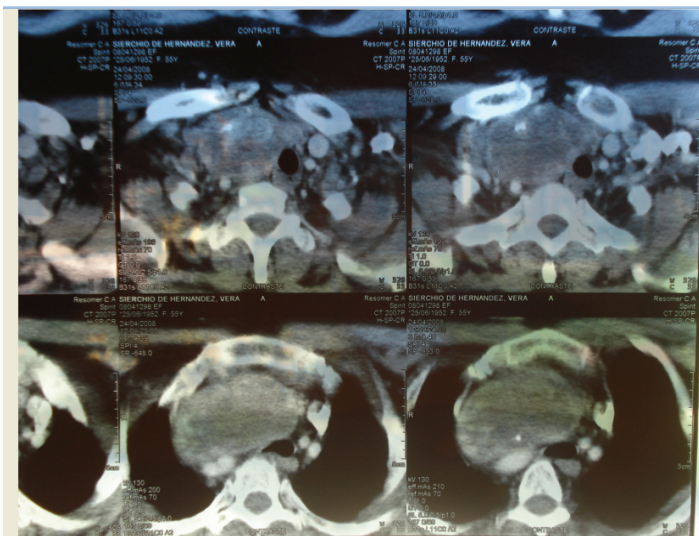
Tomografía de Tórax con contraste muestra, en un corte transversal, masa mediastinal que comprime estructuras vecinas y se evidencia desplazamiento de la tráquea hacia la izquierda.
